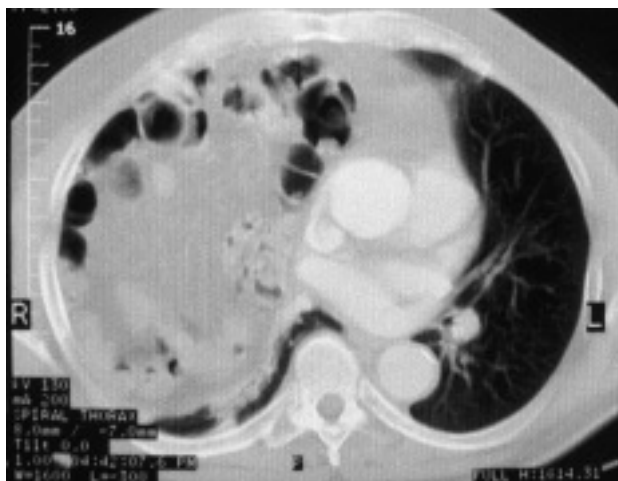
Tomografía axial computarizada toracoabdominal (corte axial). Masiva ocupación de la mitad inferior del hemitórax derecho por asas intestinales, sobre todo colon.
